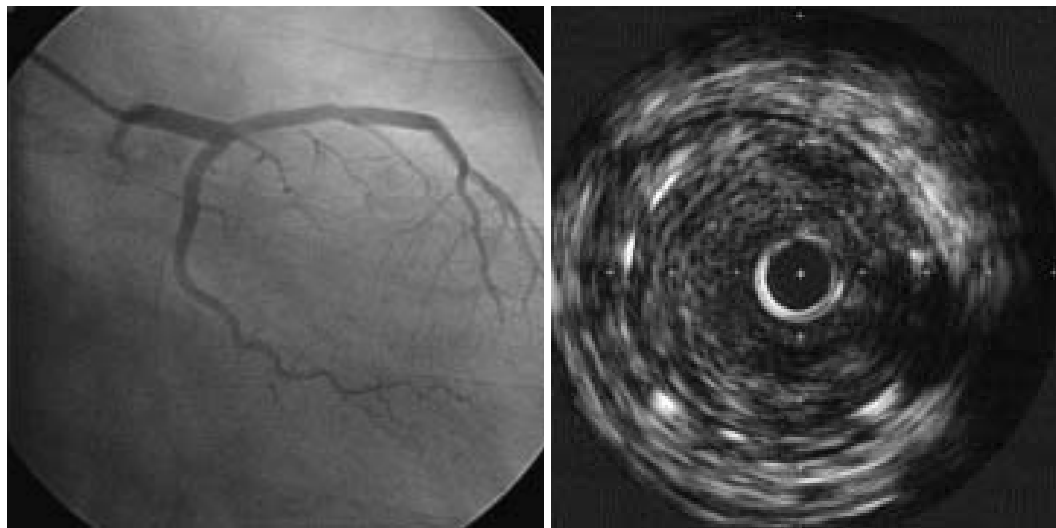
Final angiogram and intravascular ultrasound image after the initial late thrombotic episode
